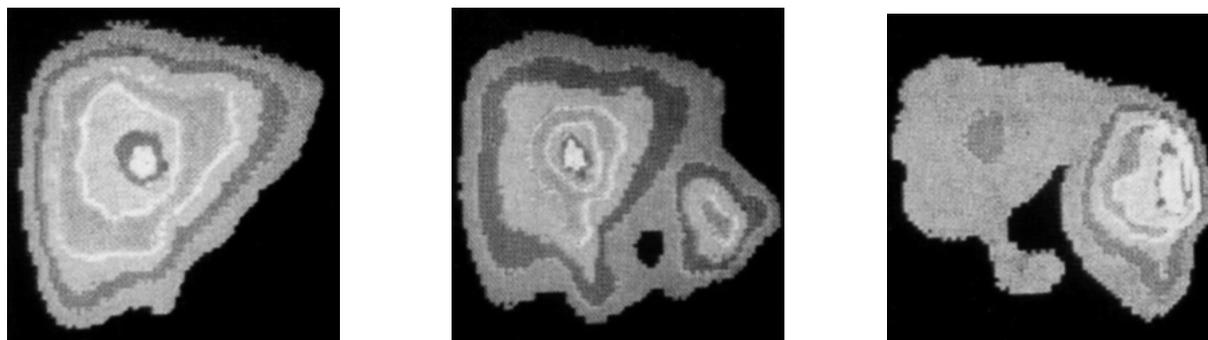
Билисцинтиграфия
